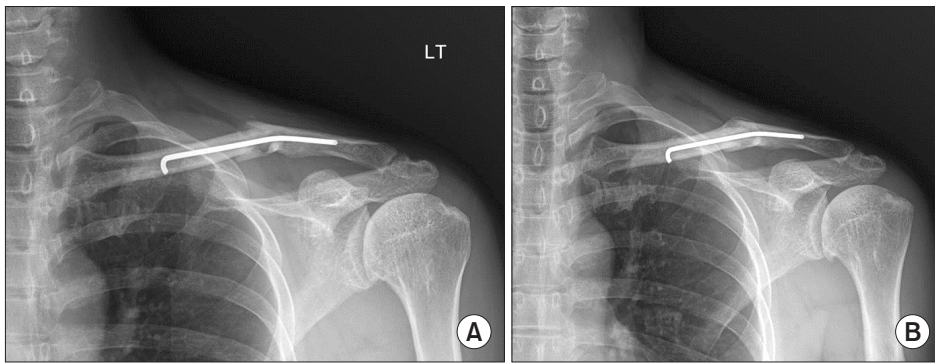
(A) Radiograph showing the bended Steinmann pin due to slip down. (B) Radiograph from postoperative 12 weeks shows bone union and remodeling without any other procedure.
